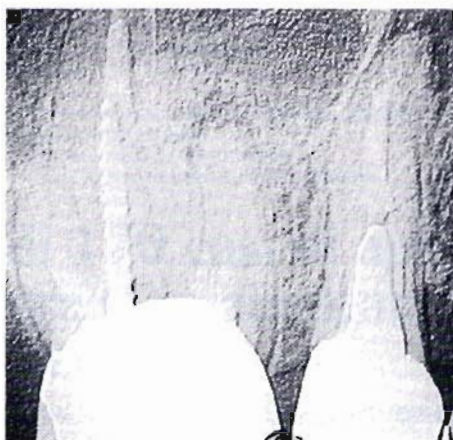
Caso A: radiografia preoperatoria elaborata al computer che evidenzia la lesione periapicale a carico della radice mesiale di 16.
